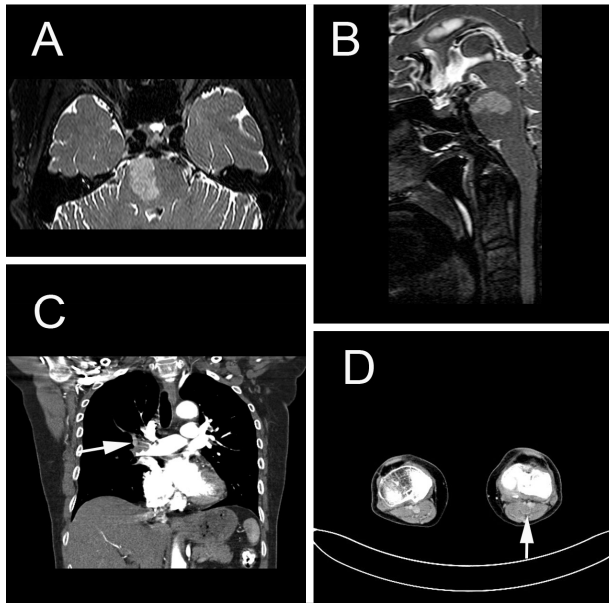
A large paramedian pontine infarction was seen on brain MRI (A, B). Chest CT revealed huge emboli (arrow) almost blocking right main pulmonary artery (C) and lower extremity scan showed thrombosis (arrow) within left popliteal vein (D).
